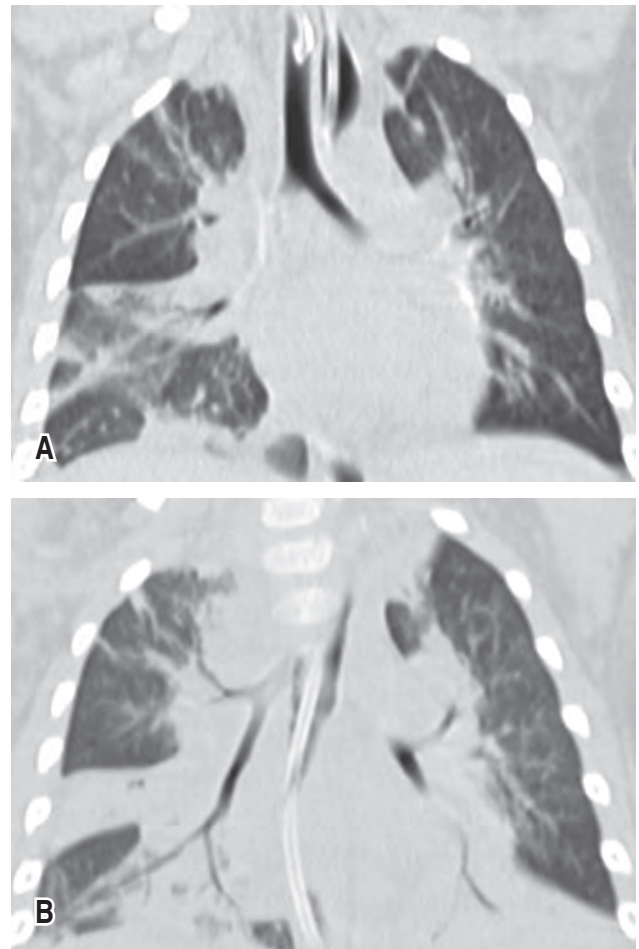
TAC tórax. Consolidaciones parenquimatosas con broncograma aéreo y vidrio esmerilado de ambos lóbulos inferiores, lóbulo superior izquierdo, región paratraqueal derecha del lóbulo superior derecho y lóbulo medio.
